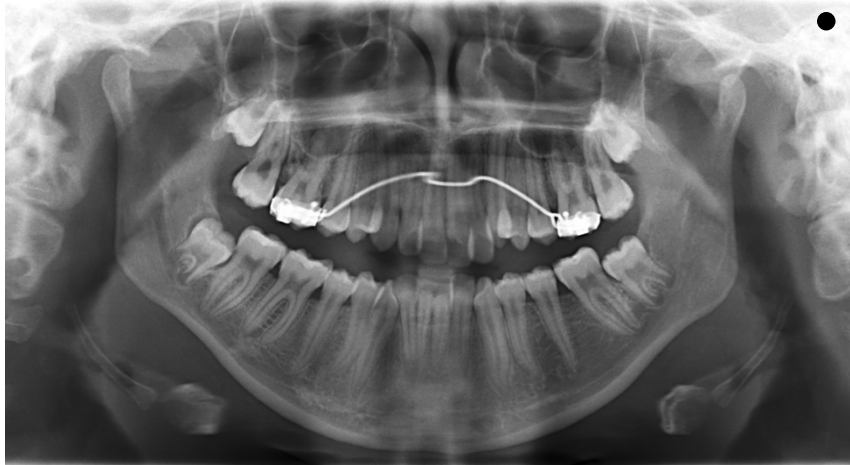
Ortopantomografia inicial do caso clínico 1
